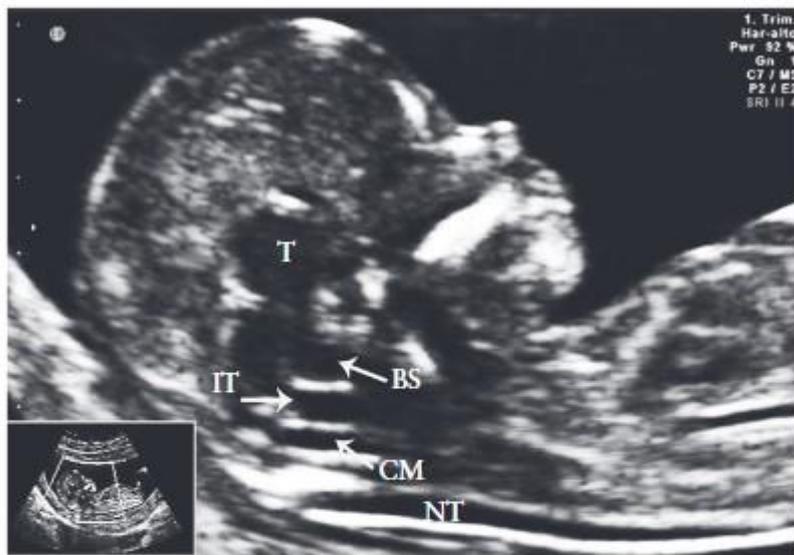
Mid-sagittal ultrasound image of fetal face and brain at 12 weeks' gestation, showing the three posterior brain spaces: brainstem (BS), intracranial translucency (IT) and cisterna magna (CM). The nuchal translucency (NT) and the thalamus (T) are also visible.
